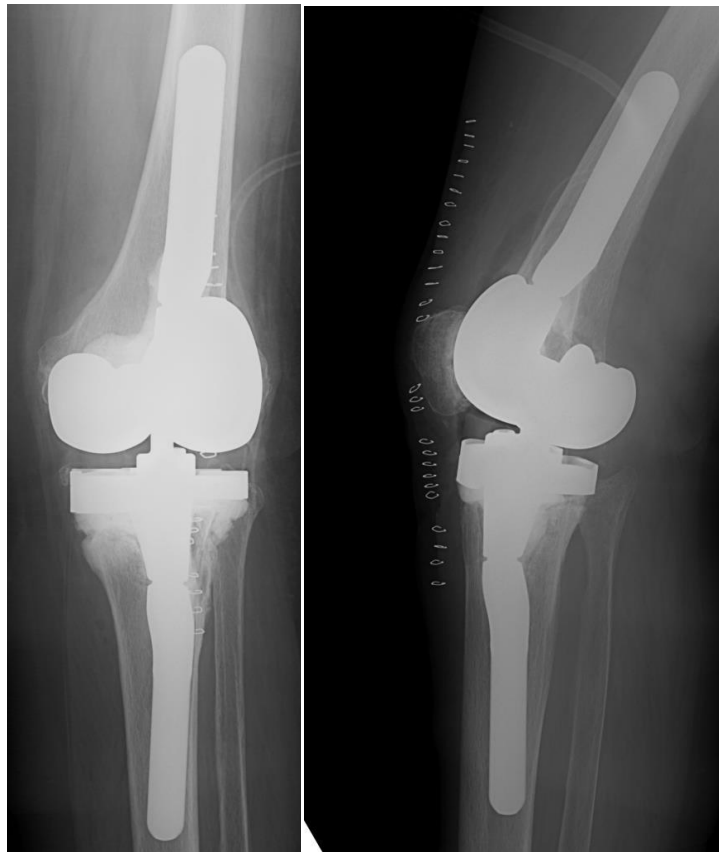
Рентгенологическая картина пациентки П. после проведения операции второго этапа. Использован варус-вальгус связанный имплант с замещением дефектов бедренной и большеберцовой костей блоками и цементом и дополнительной фиксацией бесцементными интрамедуллярными стержнями
